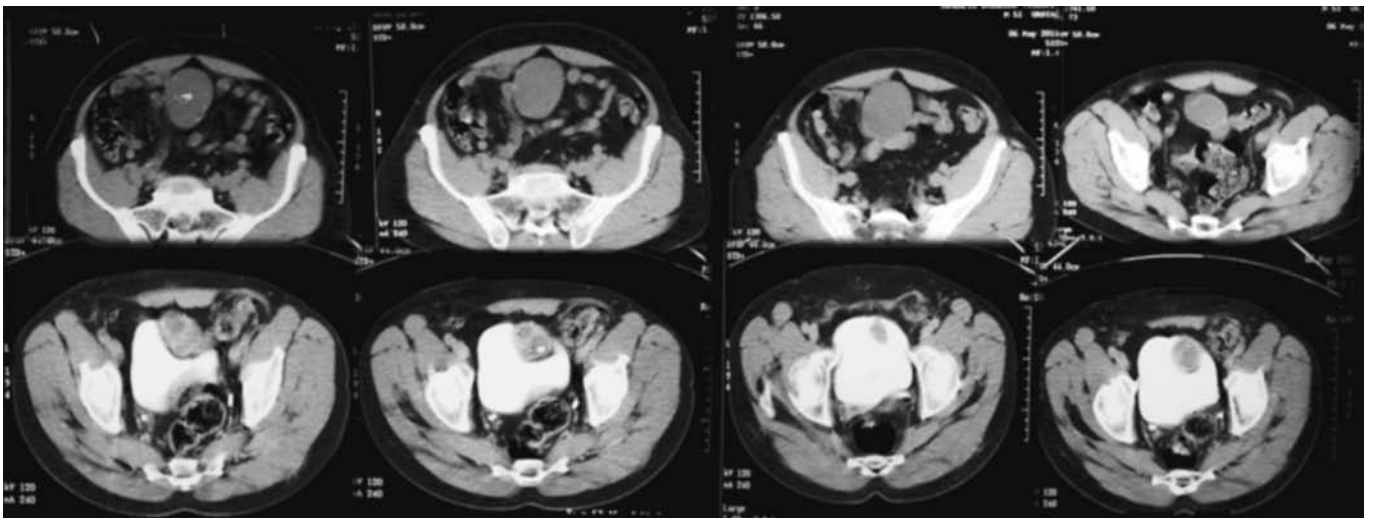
Tomografía abdominopélvica simple y contrastada, la cual confirma el tumor de uraco con características sólidas y quísticas.
